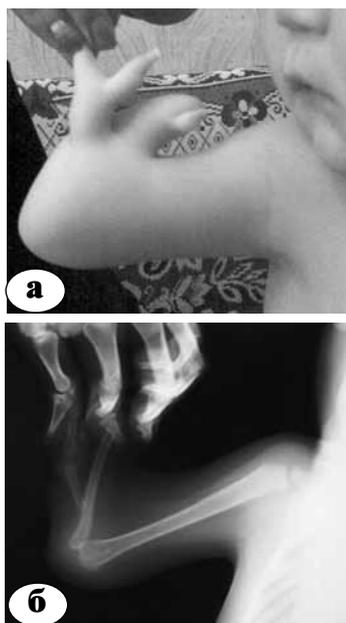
Недоразвитая конечность пациента с ВСК локтевого сустава с отсутствием кисти: а – внешний вид; б – рентгенограмма
